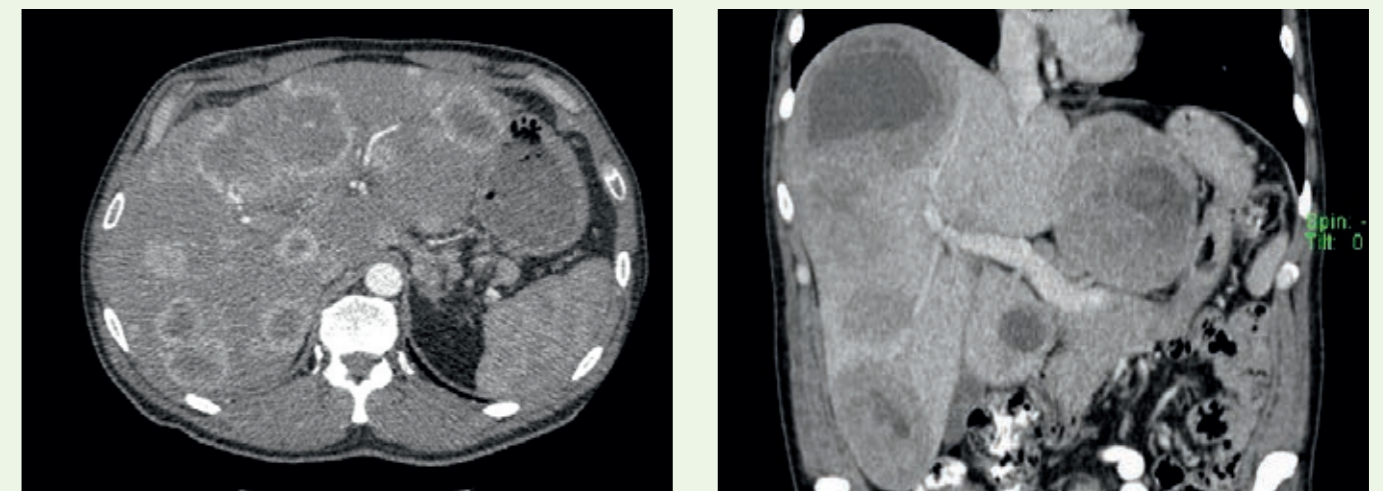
Lebermetastasen in einer frühen Kontrastmittelpphase (links) und portal-venösen Kontrastmittelpphase (rechts) im mehrzeiligen CT abgebildet. Es werden zwei unterschiedliche Patienten gezeigt.
